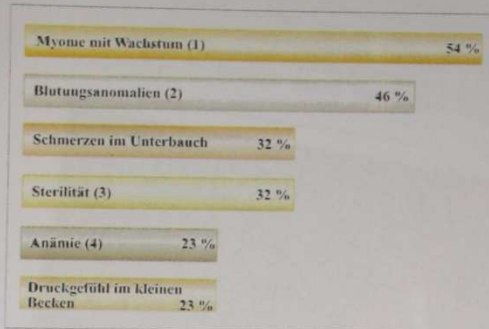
Symptome, die zur Indikation „Myomenukleation“ führten: Überwiegend waren es mehrere Symptome, die zur Operation bei den Patientinnen der Vergleichsgruppe Anlaß gaben (1 = sonographisch nachgewiesen; 2 = Meno- und Metrorrhagien; 3 = siehe Tabelle 3; 4 = Hämoglobin unter 12 g/dl).
